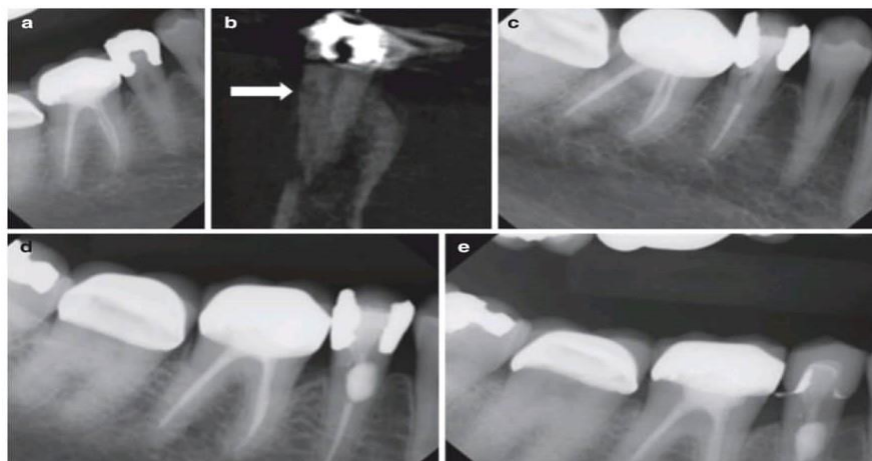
Antécédents radiographiques de traitement du défaut de résorption de la dent (a) La radiographie montre présence d'un défaut de résorption. (b) Coupe frontale avec flèche pointant vers le défaut de résorption. (c) L'extrémité de la dent traitée et restaurée avec un tenon et un noyau en fibre (d) Défaut restauré avec obturation après lambeau chirurgical réflexion. (e) Deux mois après la cémentation de la couronne radiographique.
